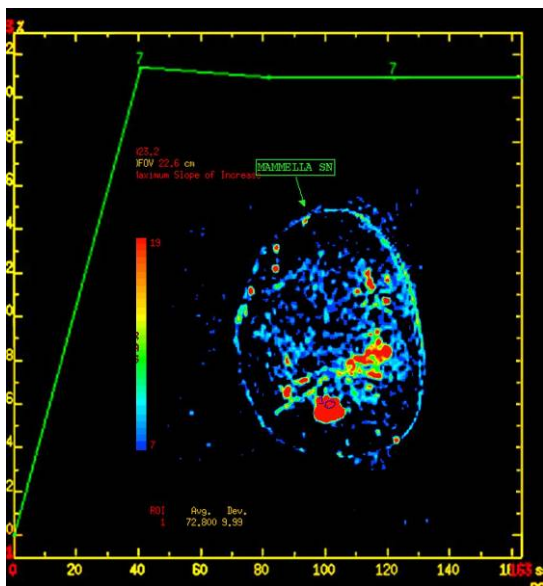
RM in pz non responder. La valutazione prima della NAC evidenzia una curva T/IS di tipo II con plateau.
